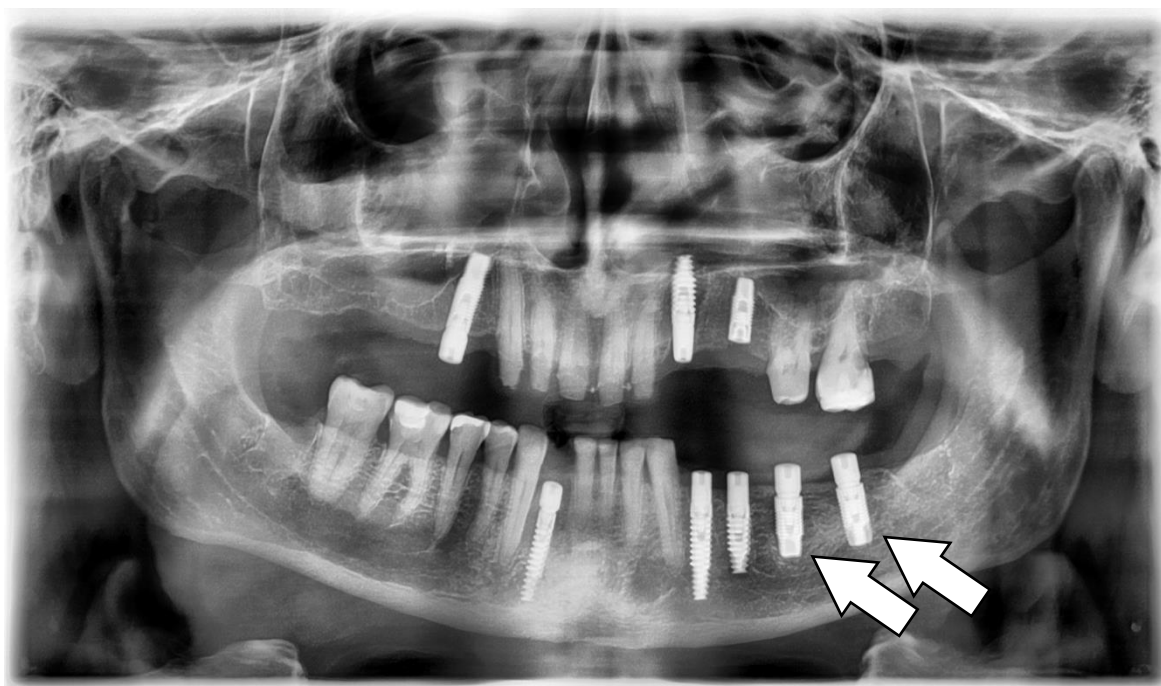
Компьютерная томограмма пациента Г. в послеоперационном периоде. Установленные имплантаты в позиции зубов 3.7, 3.6.
